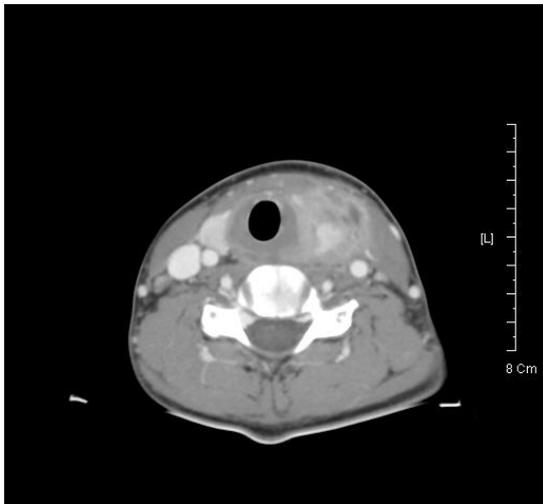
Computed Tomography of neck showed multiloculated mass encircling left thyroid gland and suppurative lymphadenitis.
